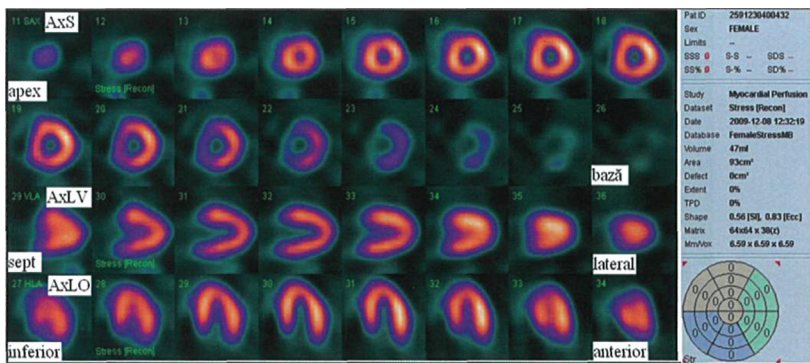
Cuantificare tomografică de perfuzie la stres (QPS - quantification perfusion SPECT) - aspect normal. Secțiuni tomografice în axul scurt (AxS), de la apex la bază, în axul lung vertical (AxLV) de la septul interventricular la peretele lateral și în axul lung orizontal (AxLO) de la peretele inferior la cel anterior. Fără anomalii de perfuzie cuantificabile pe harta polară (dreapta jos), cu scor de stres normal.
